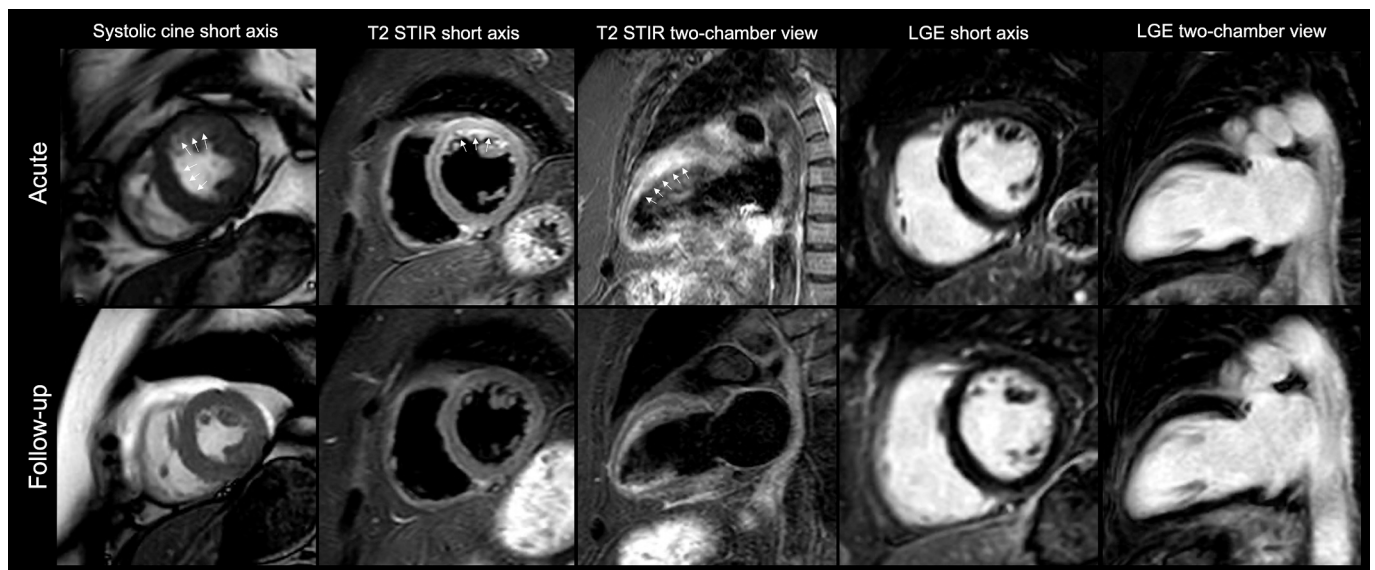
Exemplary cardiovascular magnetic resonance images of a 62-year-old female patient with focal takotsubo syndrome (TTS) in the acute and follow-up phase. The typical signs of focal TTS in the acute phase are regional wall motion abnormalities (in the anterior wall of the left ventricle) with corresponding myocardial edema (white arrows) and absence of LGE. The follow-up scan after 12 months indicates a complete resolution of regional wall motion abnormalities and edema. STIR, short-tau inversion recovery; LGE, late gadolinium enhancement.
